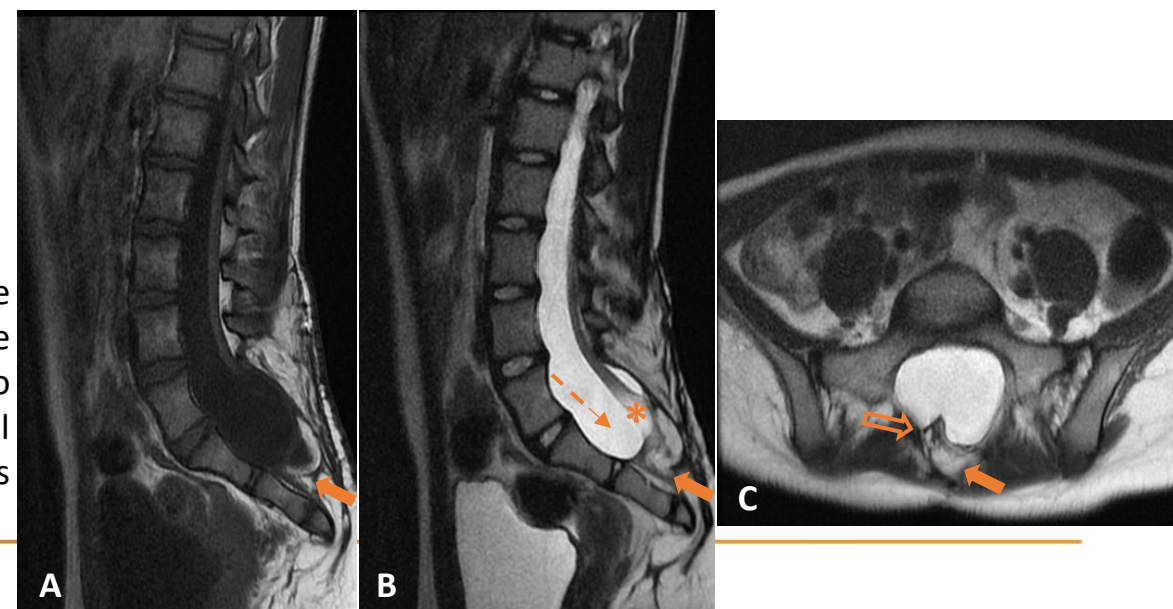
RM de control tras intervención de lipomielomeningocele en niña de 10 años. RM ponderada en T2 (A) y T1 postcontraste (B) en plano sagital, y T2 en plano axial (C,D). Voluminosa colección líquida en región lumbar, que se extiende a través del defecto sacro hacia tejido graso subyacente (flechas sólidas), compatible con pseudomeningocele. Presenta algunas tabicaciones en su interior con realce de probable carácter irritativo (asterisco). No se aprecian otros realces intrarraquídeos llamativos que sugieran signos de sobreinfección. Médula anclada, desplazada hacia la izquierda en su porción más caudal por adherencias (flecha vacía).
